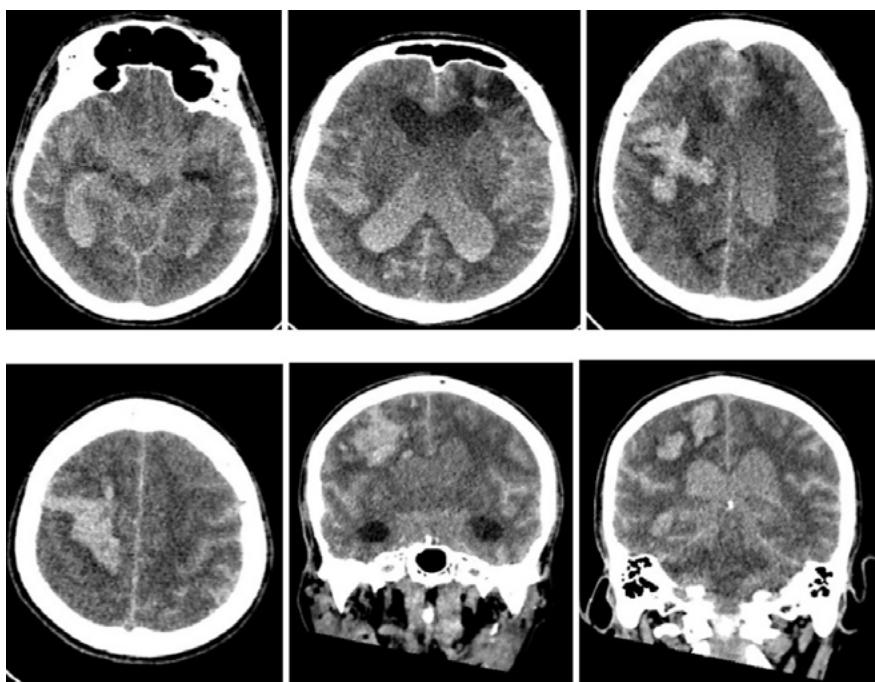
Tomografía computarizada simple de cráneo que muestra hemorragia intracerebral extensa.
